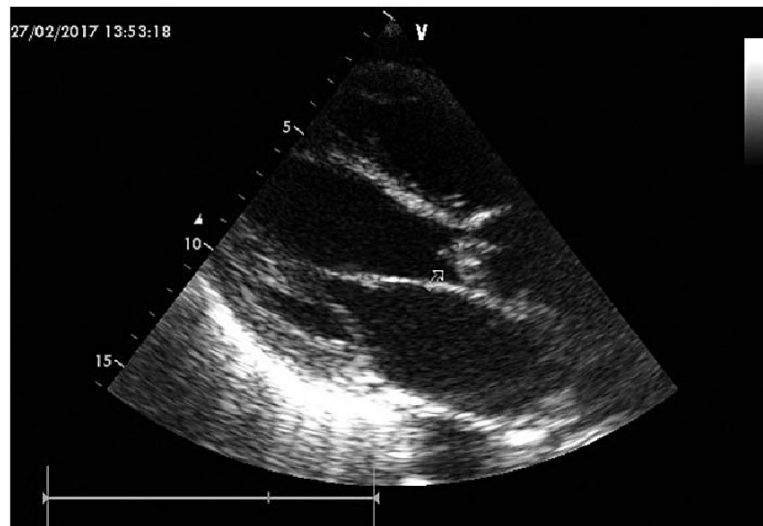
Эхокардиографические признаки аортальной недостаточности у пациента с инфекционным эндокардитом. В-режим. Парастернальная позиция. Длинная ось левого желудочка. Пролабирующие крупные вегетации на створках аортального клапана
